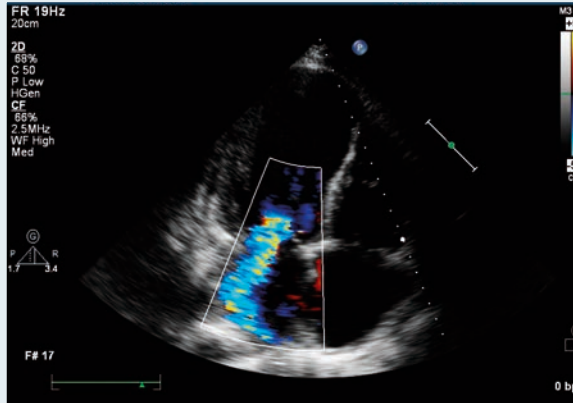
Эхокардиограмма пациента Щ. (февраль 2012 г.), четырехкамерная позиция. Выраженная митральная недостаточность
